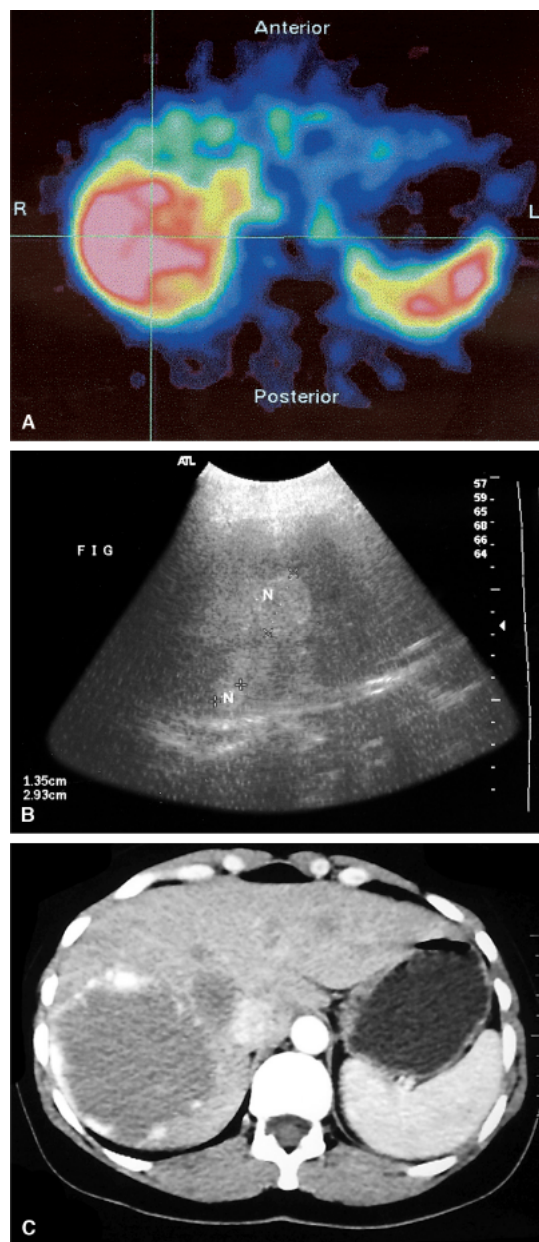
Hemangioma. A. Cintilografia mostrando a captação do elemento radioativo pela massa vascular. B. Ultrassonografia mostrando nódulo (N) no lobo direito. C. Tomografia computadorizada evidenciando lesão nodular no lobo direito.
